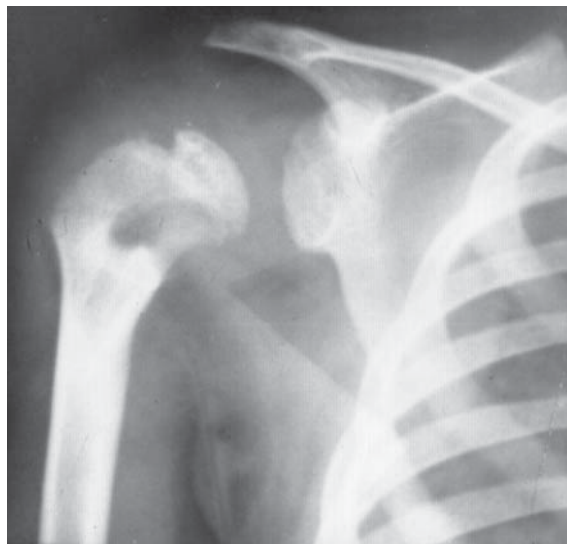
Caria sicca. Radiografie humerus drept. Carie osoasă situată în metafiza humerusului înconjurată de un fin lizereu de osteoscleroză.
